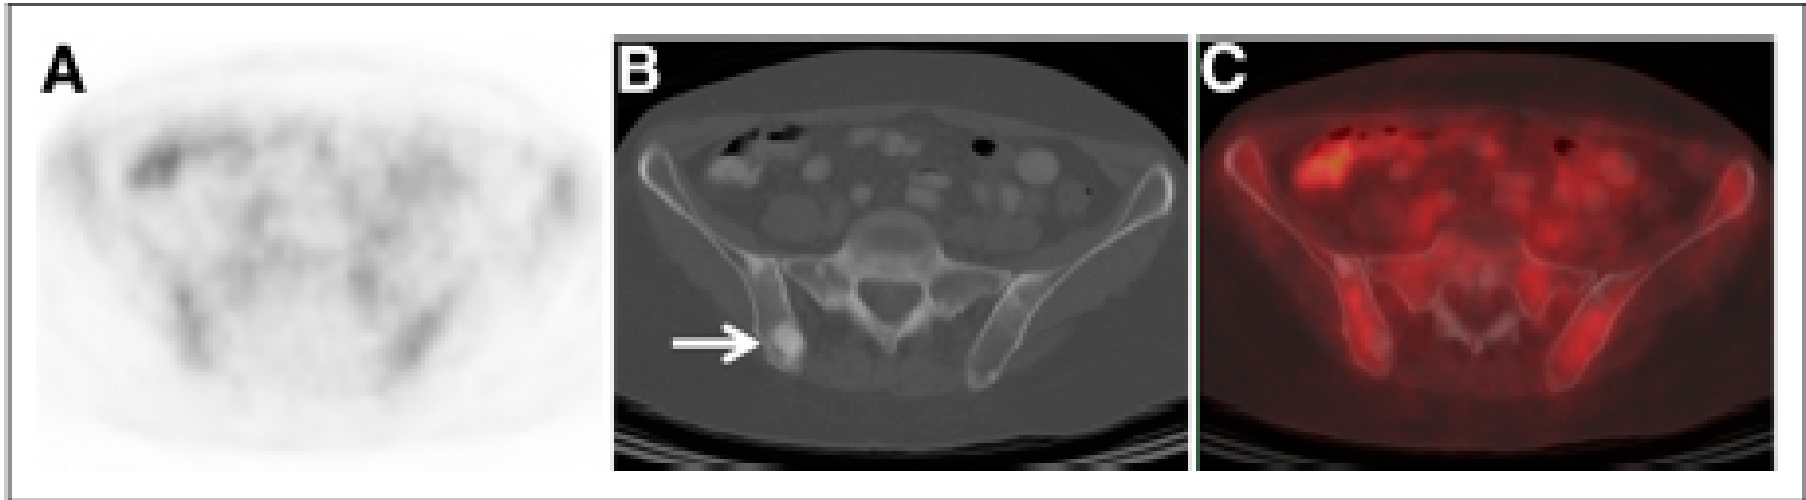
A 56-y-old woman with initial stage III ILC upstaged to IV on CT component of ^{18}F -FDG PET/CT. (A) Axial ^{18}F -FDG PET does not demonstrate suggestive foci. (B) Axial CT component of PET/CT demonstrates multiple osseous sclerotic lesions suggestive of metastases (arrow). (C) Axial fused ^{18}F -FDG PET/CT image confirms that osseous sclerotic lesions demonstrate background ^{18}F -FDG avidity. Biopsy confirmed osseous metastasis.
